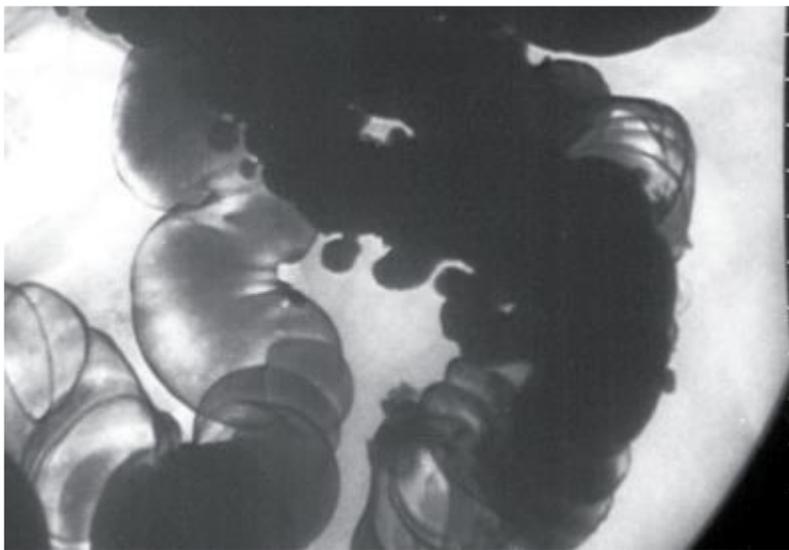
Рентгенологическая картина дивертикулеза толстой кишки. Ирригоскопия в условиях двойного контрастирования.
